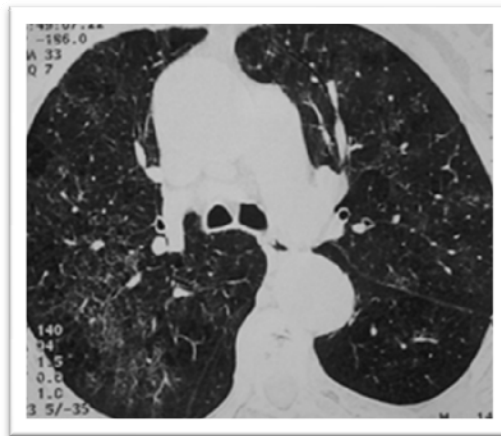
Alveolitis pulmonar (tomografía axial computarizada pulmonar de alta resolución).³¹
